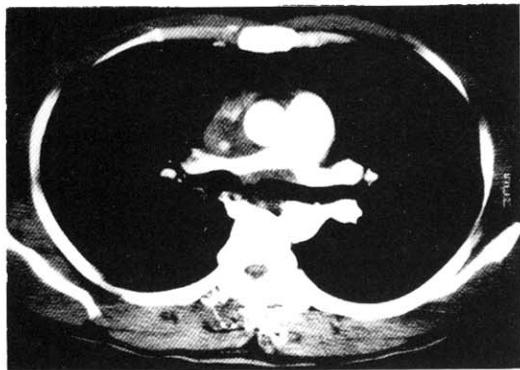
Chest CT: SVC is compressed by the mass between ascending aorta & right pulmonary artery, at subcarinal region.
